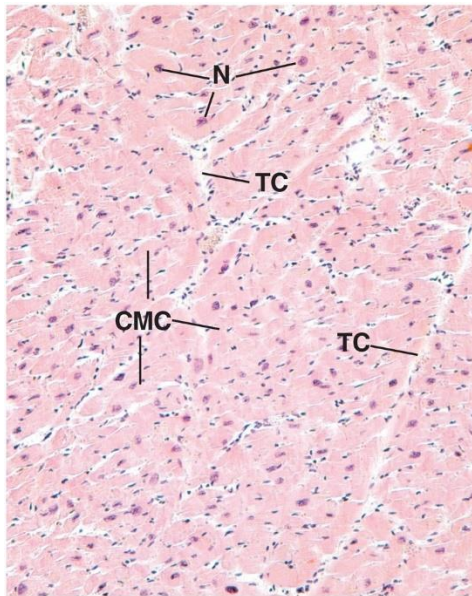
Esta micrografía a bajo aumento de la sección transversal del músculo cardíaco demuestra que cada célula muscular cardíaca (CMC) posee un núcleo situado centralmente y que los haces de fibras musculares están rodeados de tabiques de tejido conjuntivo (TC) en el que se evidencian claramente núcleos (N) más pequeños de células endoteliales y fibroblastos ($\times 132$).
